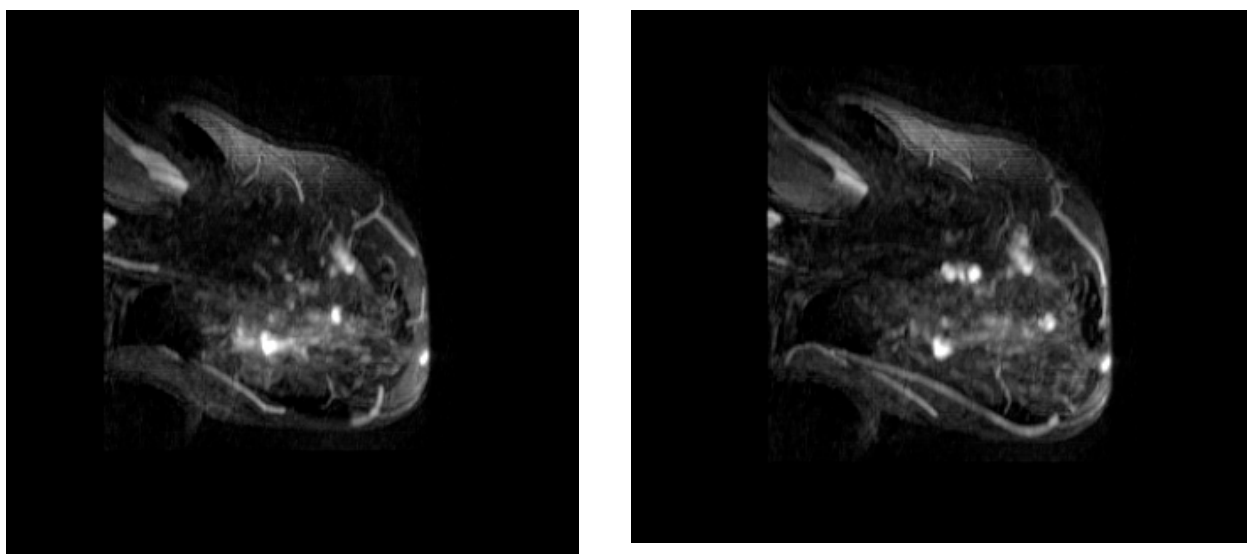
Imagem de RM de subtracção MIP de doente de 67 anos, em que se observam 5 áreas de realce nos quadrantes externos da mama esquerda
